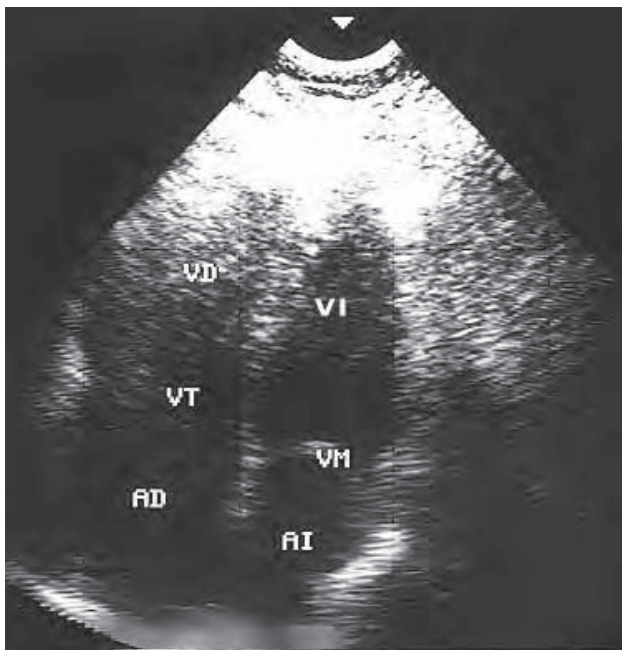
/7.a. Ecocardiograma de cuatro cámaras en paciente con TEP. Obsérvese la dilatación de las cavidades derechas.
